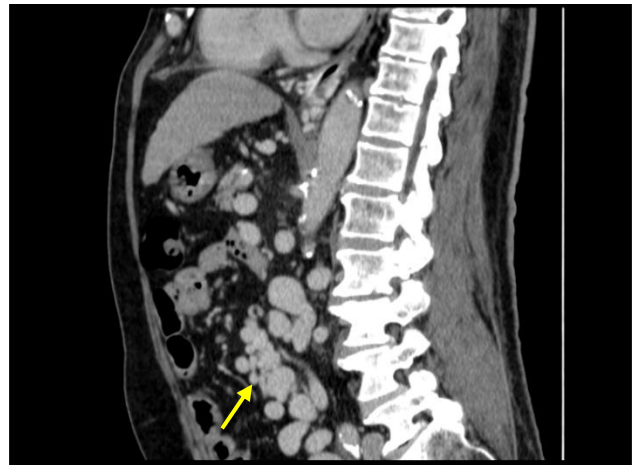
Imagem de TC abdominal (2020) em corte sagital evidenciando varizes mesentéricas (seta amarela).
